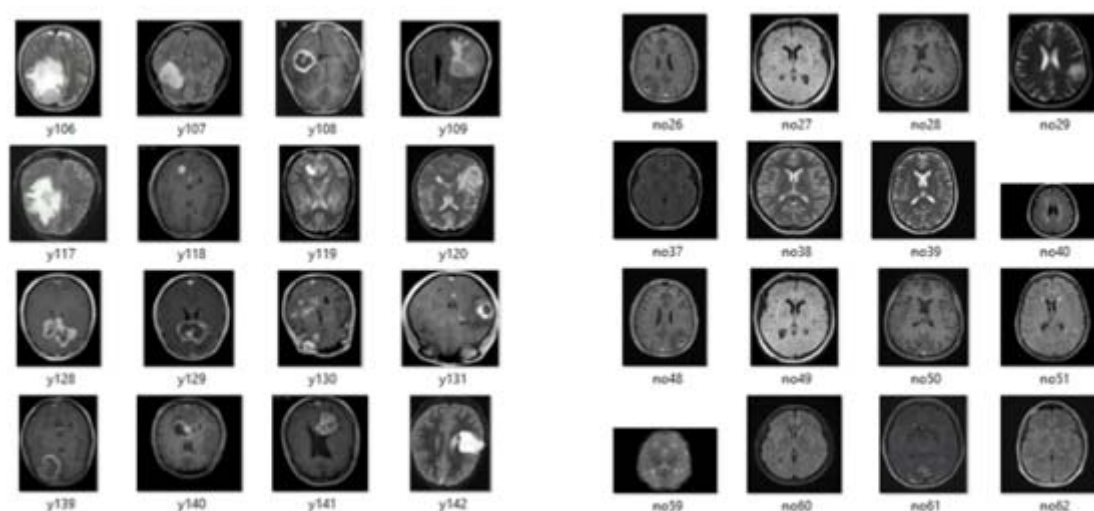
L'ensemble de données IRM.
